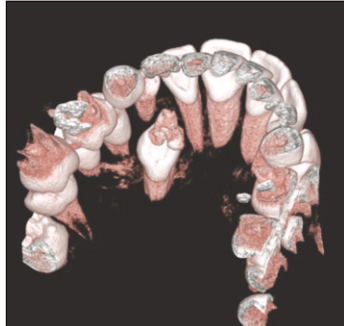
3-D dental CT view.
